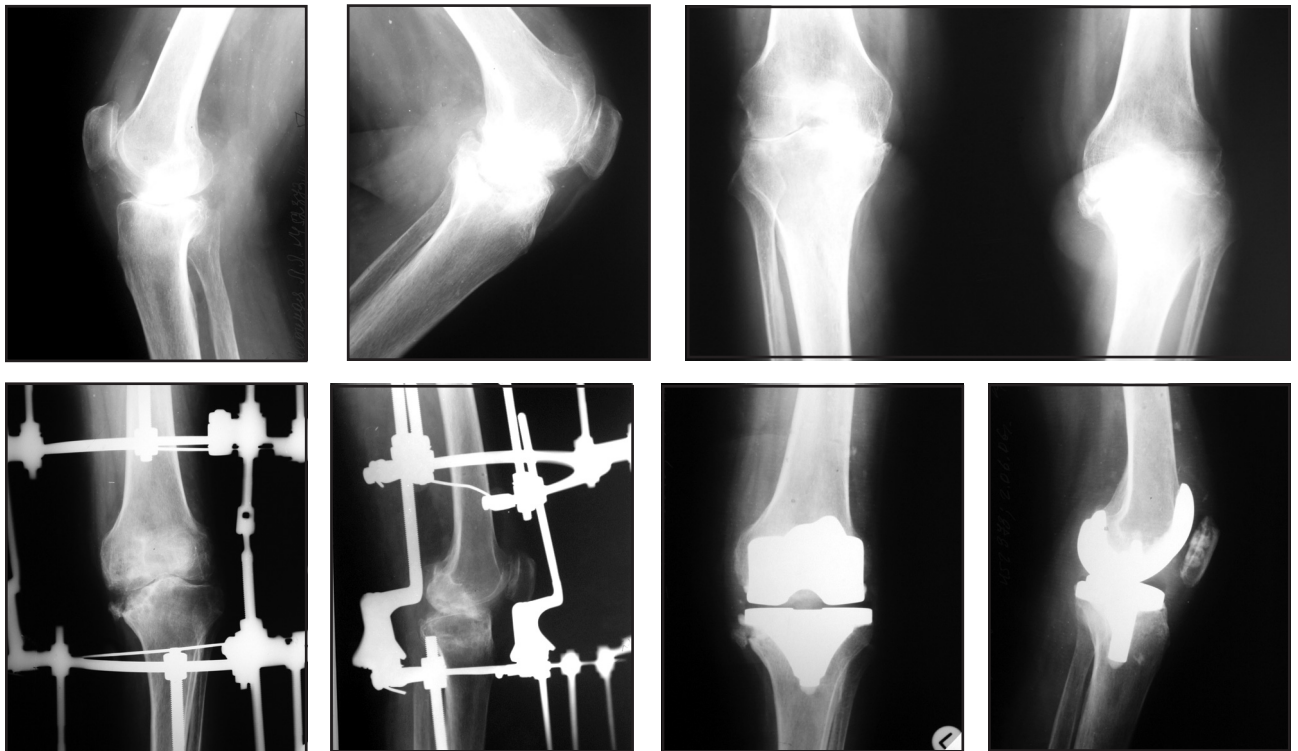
Фото рентгенограм колінних суглобів хворої М., 1955 р. н., при госпіталізації до клініки, в апараті Волкова — Оганесяна та після ендопротезування
